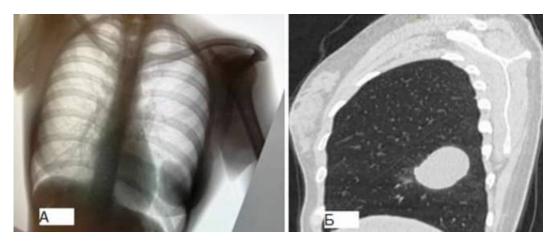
А – флюорография органов грудной клетки, Б – КТ органов грудной клетки
